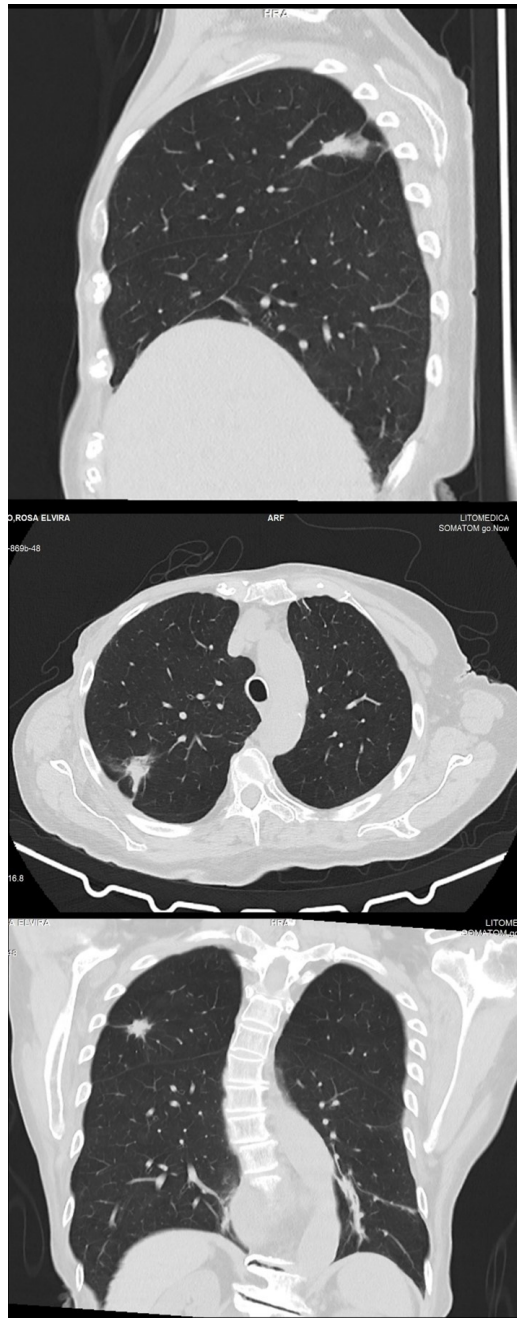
Tomografía de torác (A. Corte Lateral, B. Corte Axial, C. Coronal): nódulo sólido espiculado de 22x9 mm en el segmento posterior del lóbulo superior derecho
